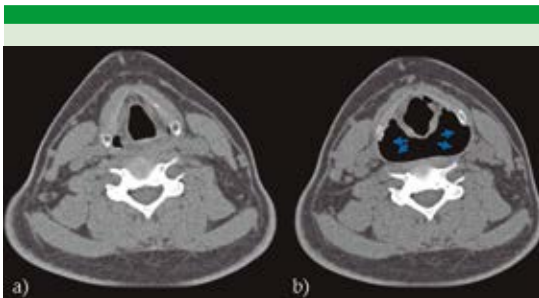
Dilatación del espacio visceral (flechas azules) en paciente con diagnóstico de faringocele. Tomografía computada simple en plano axial, previa (A) y posterior (B) a la insuflación de las mejillas con los labios cerrados.
